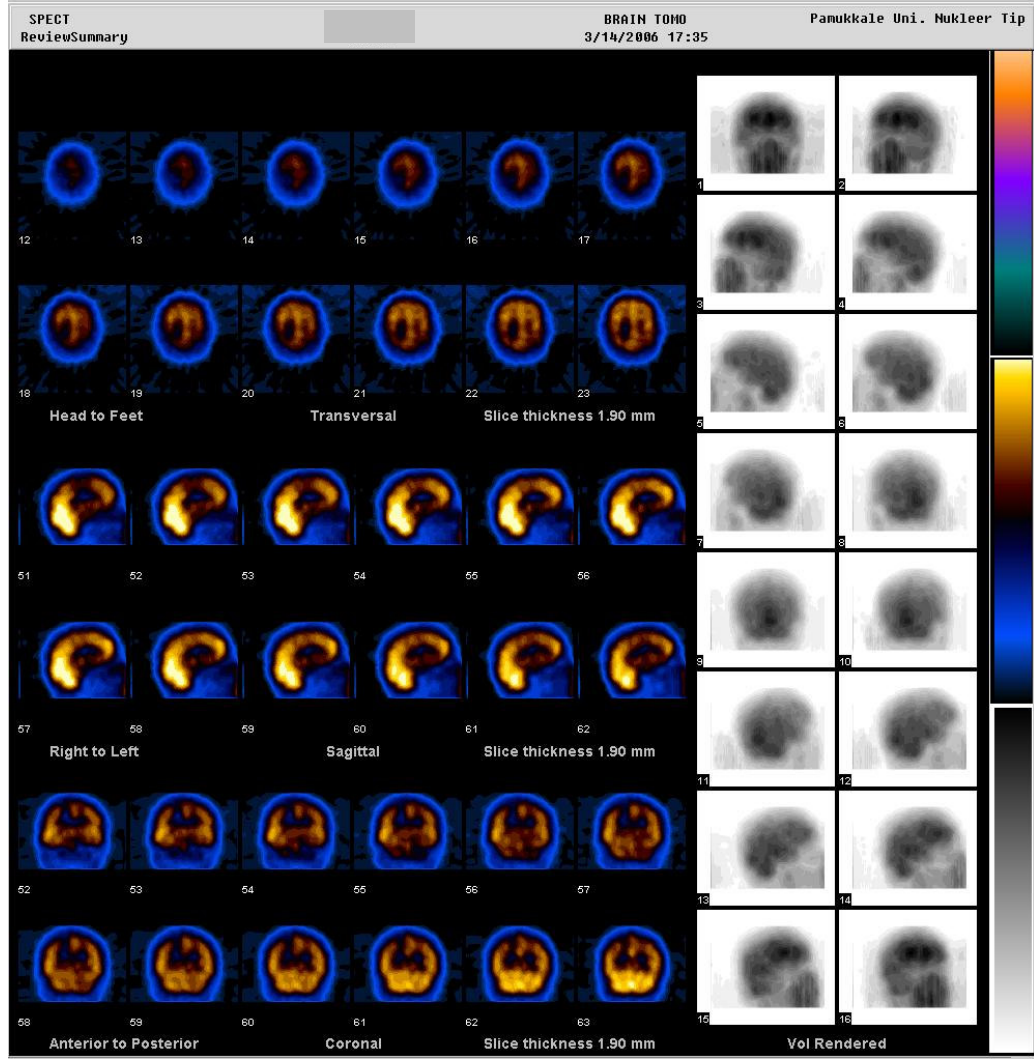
Kraniyal MR’da sağ frontal lob posteriorda verteks düzeyinde çevresinde ödem etkisi izlenen 1x1,5 cm boyutunda kitle saptanan hastanın BW 0,60 :10 ile işlemlenmiş <sup>99m</sup>Tc ECD beyin perfüzyon SPECT görüntülerinde sağ frontal lob süperiorda ve sağ postsentral girusta hipoperfüze alanlar izlenmektedir.
